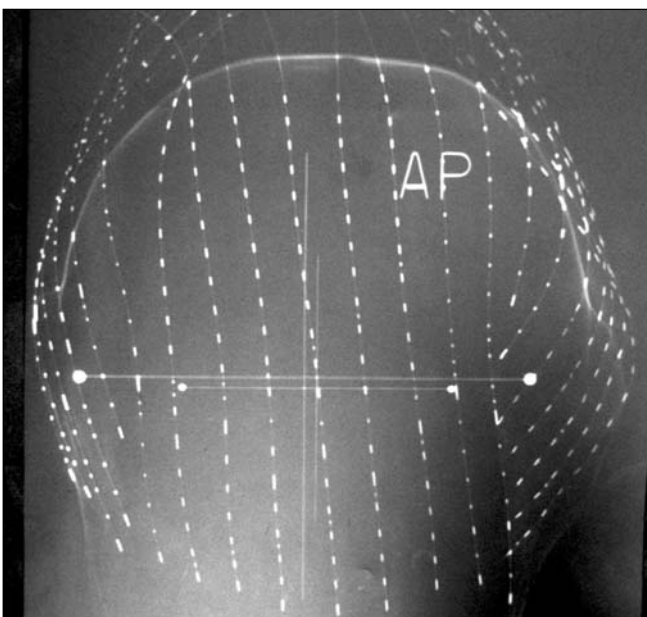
Radiografia do molde com fontes falsas em todo o trajeto dos 21 cateteres, para planejamento da braquiterapia de alta taxa de dose. A: Visão anterior. B: Visão lateral.
